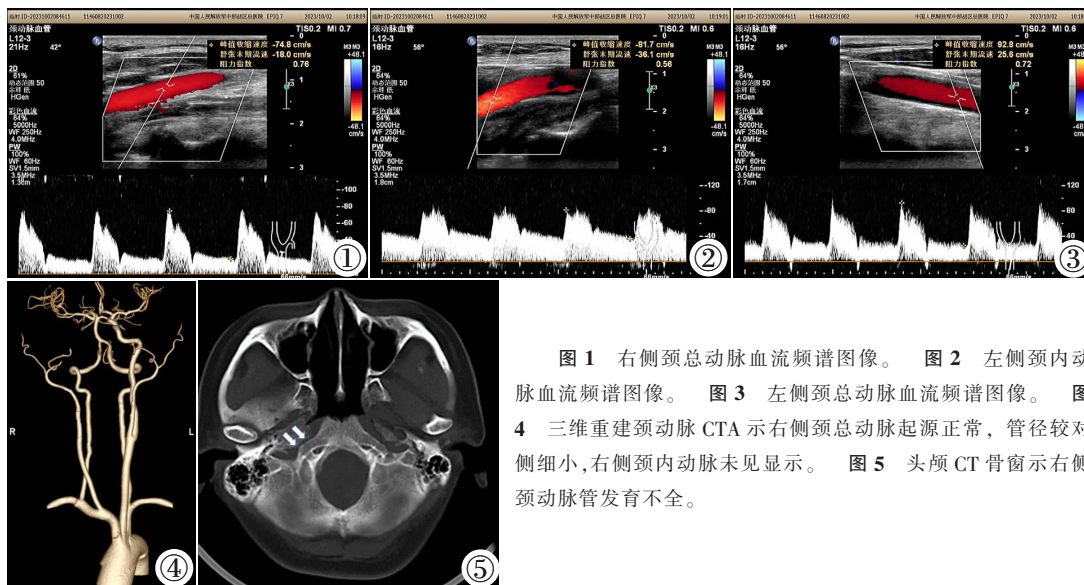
右侧颈总动脉血流频谱图像。图 2 左侧颈内动脉血流频谱图像。图 3 左侧颈总动脉血流频谱图像。图 4 三维重建颈动脉 CTA 示右侧颈总动脉起源正常,管径较对侧细小,右侧颈内动脉未见显示。图 5 头颅 CT 骨窗示右侧颈内动脉管发育不全。
